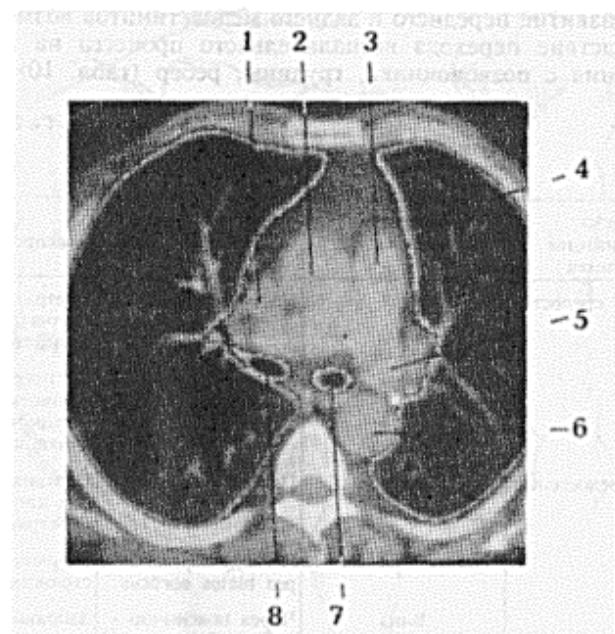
Компьютерная томограмма груди
